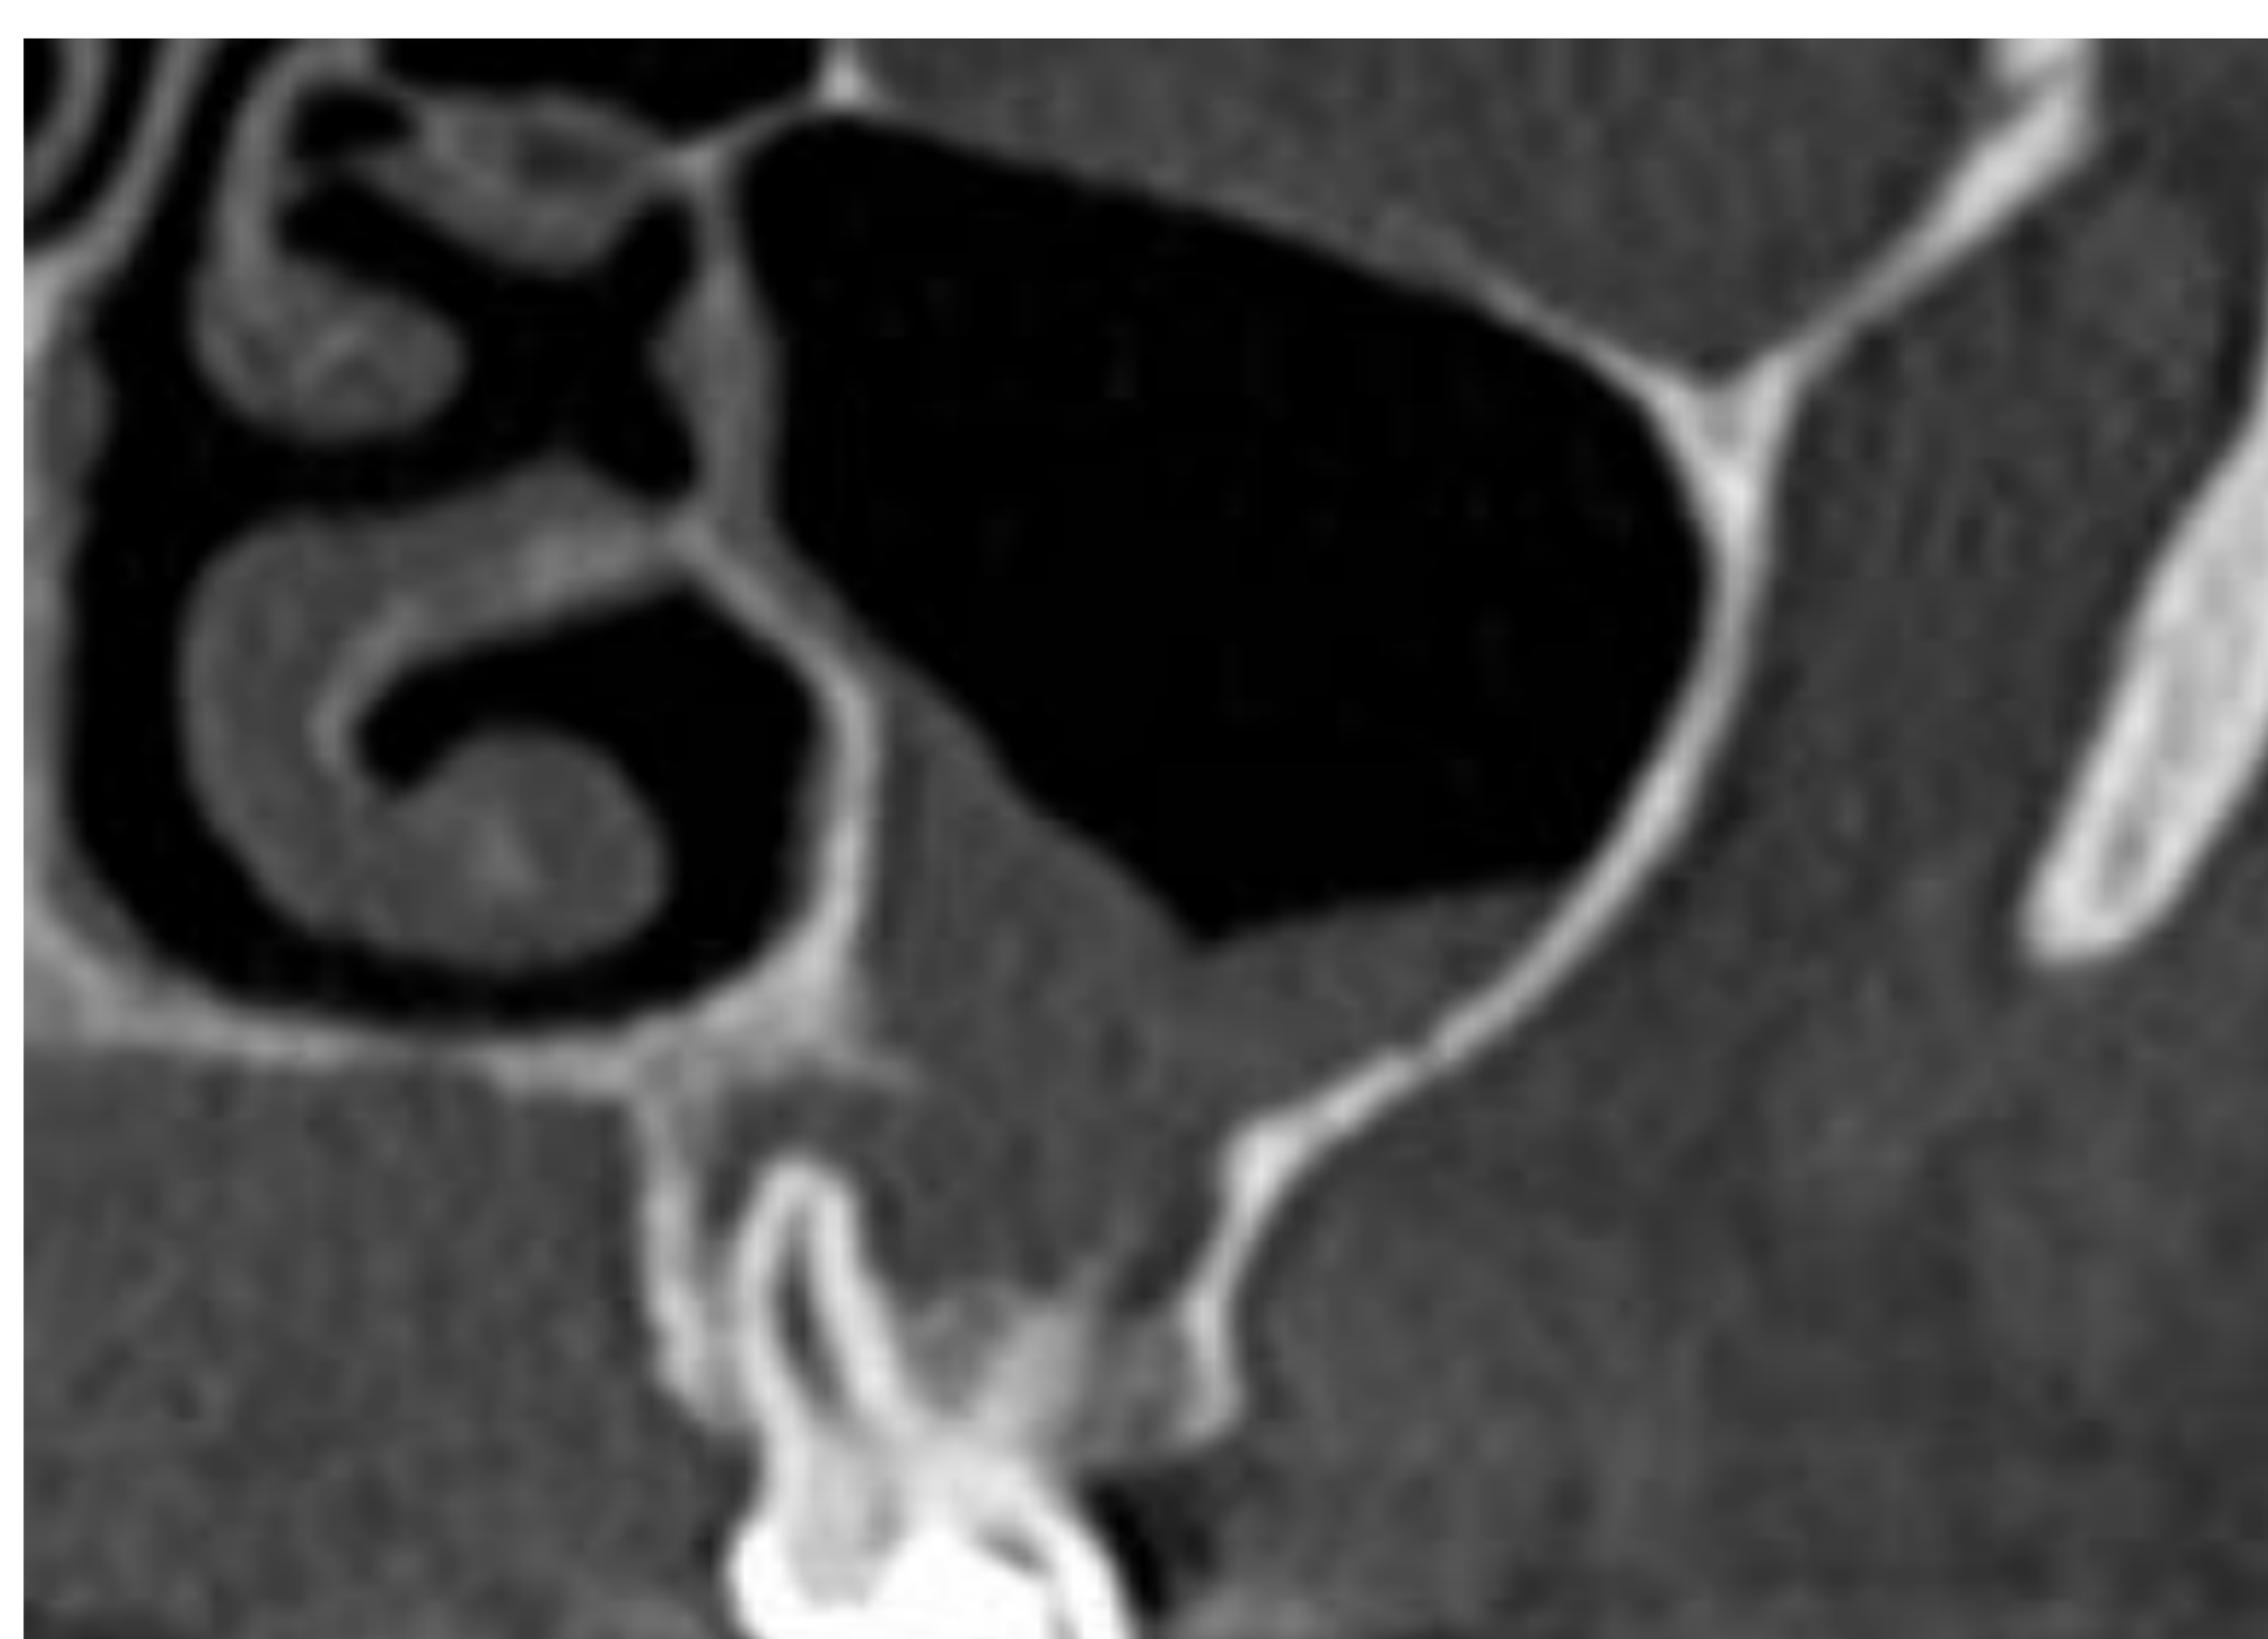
(coronal): Halo radioluciente periapical en relación con enfermedad periapical en torno a pieza dentaria 26, con un defecto óseo en el suelo del seno maxilar izquierdo, que se encuentra ocupado.
